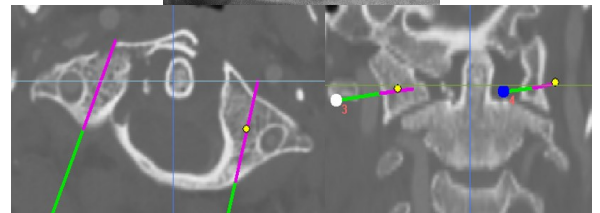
Hình ảnh CT (mặt phẳng ngang và trán) mô phỏng ốc cột sống cổ C1 và X-quang (bên và thẳng) sau mổ KHX cổ C1 ở bệnh nhân 1 và 2
